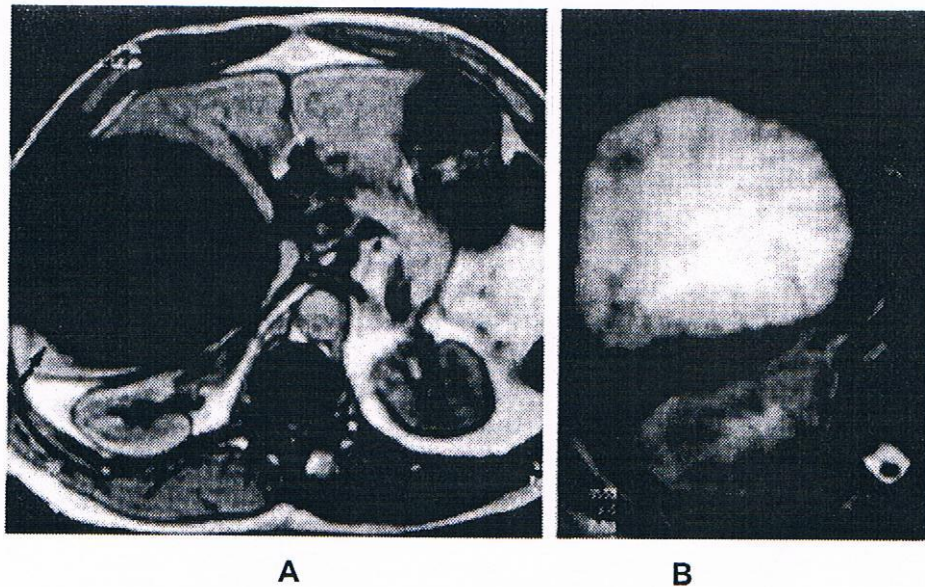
IRM montrant un kyste hydatique du foie [65]
